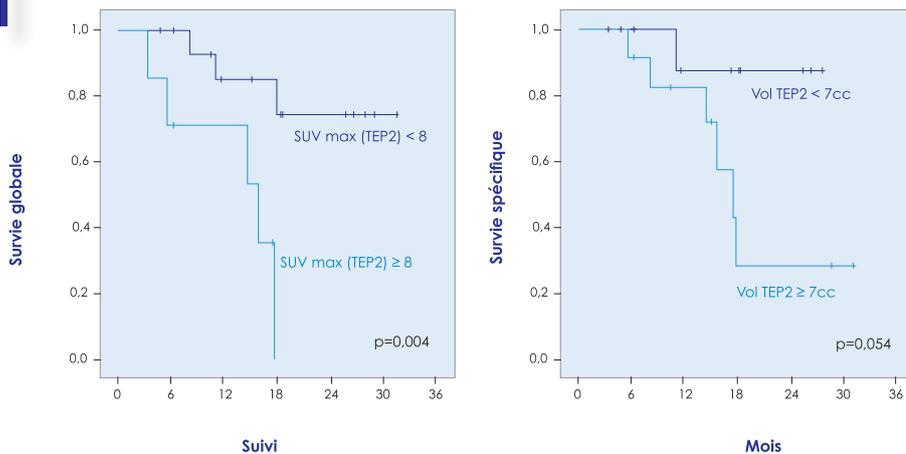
Survie globale selon le SUVmax à TEP 2 (seuil fixé à 8) à gauche, et survie spécifique selon le MTV à TEP 2 (valeur médiane de 7)
